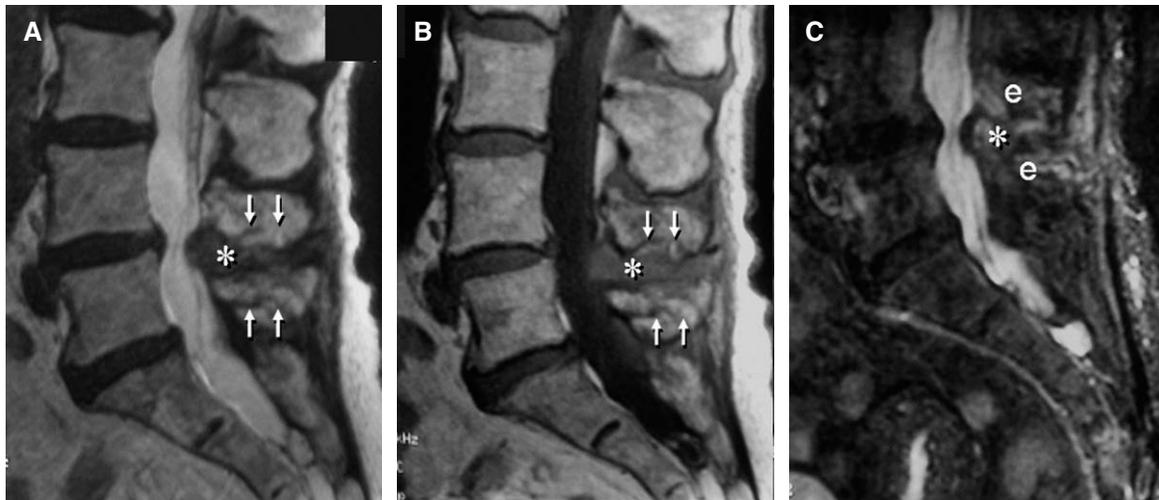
Resonancia magnética (RM) de la columna lumbar. Secuencias sagitales FSE potenciada en T2 (A), T1 (B) y STIR (C). Engrosamiento del ligamento interespinoso (LIE) L4-L5 (asterisco), improntando el saco dural debido a la degeneración asociada de su componente ventral y del ligamento amarillo adyacente, reduciendo el calibre del canal central. Cambios reactivos de las apófisis espinosas (AE) adyacentes (“e”), con una tenue hiperseñal en STIR debido a edema, irregularidad cortical erosiva y bandas lineales paralelas similares a los fenómenos de Modic (flechas). Los espacios interespinosos de los niveles inmediatamente superiores muestran fenómenos degenerativos menos acusados, con hipertrofia de las AE.
